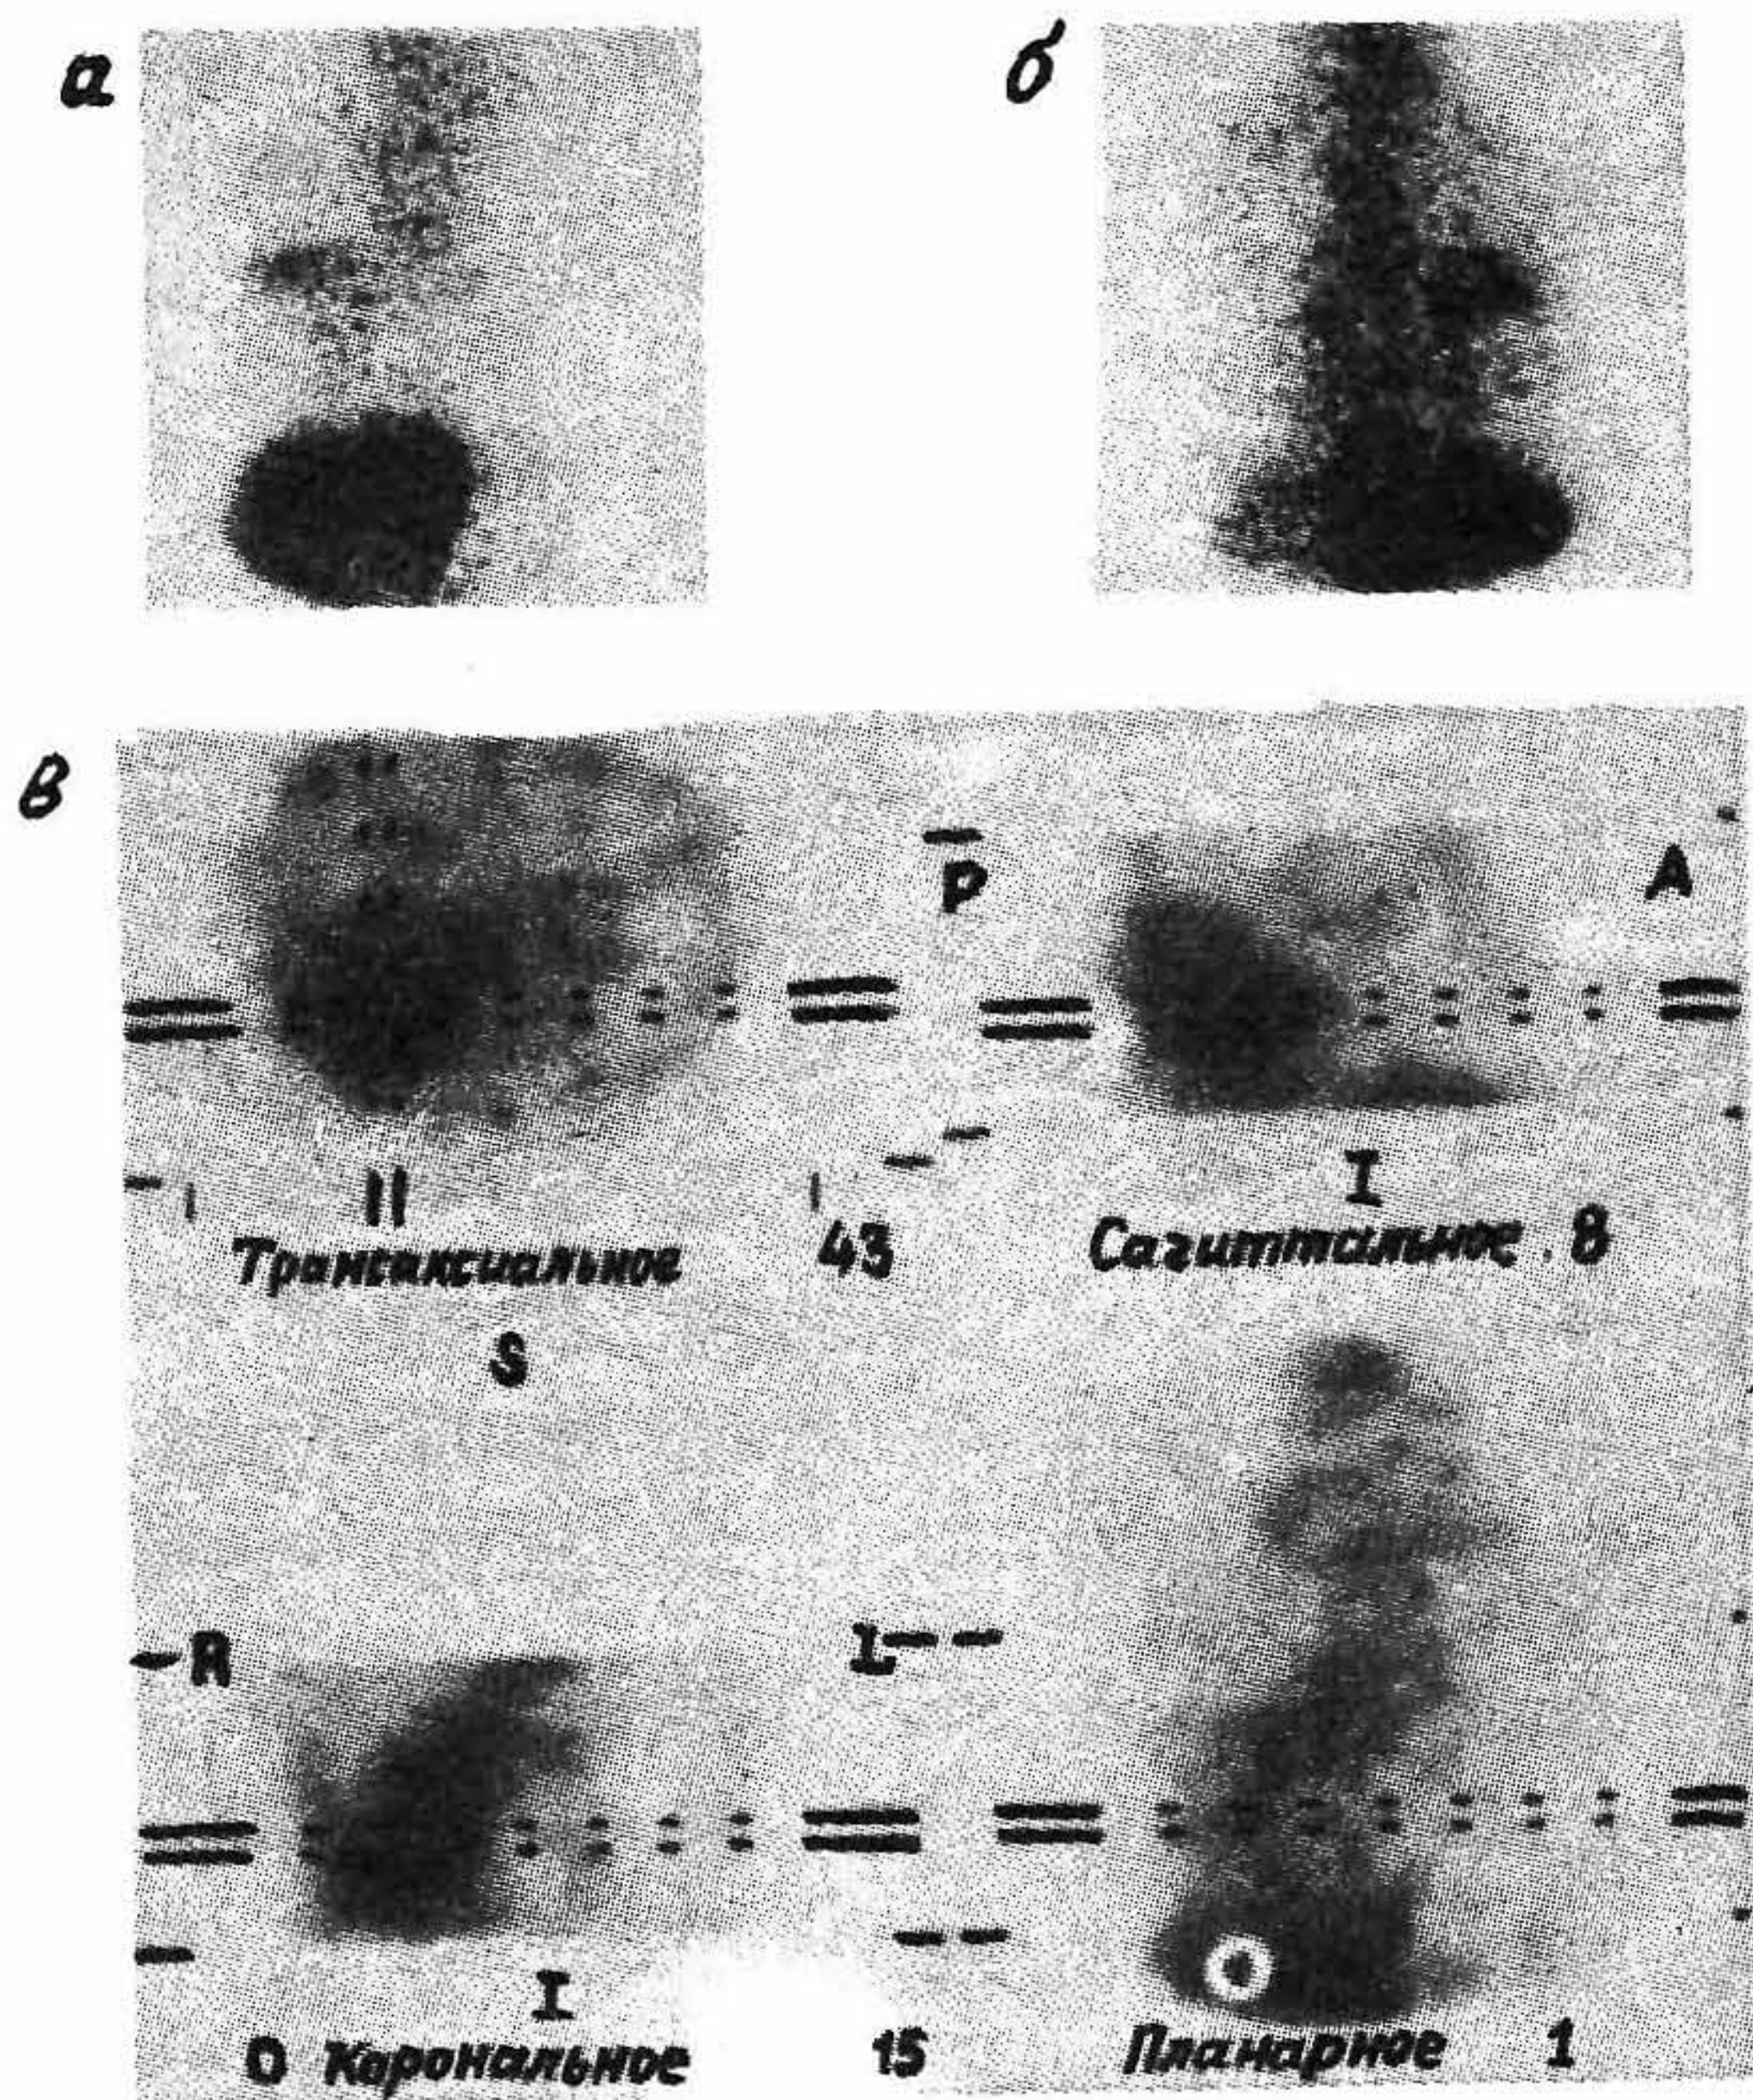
Накопление ^{67}Ga -цитрата в бронхиальной карциноме, зарегистрированное как методом стандартной планарной сцинтиграфии, так и ОФЭКТ. а — передняя проекция; б — задняя проекция; в — ОФЭКТ-изображения.
